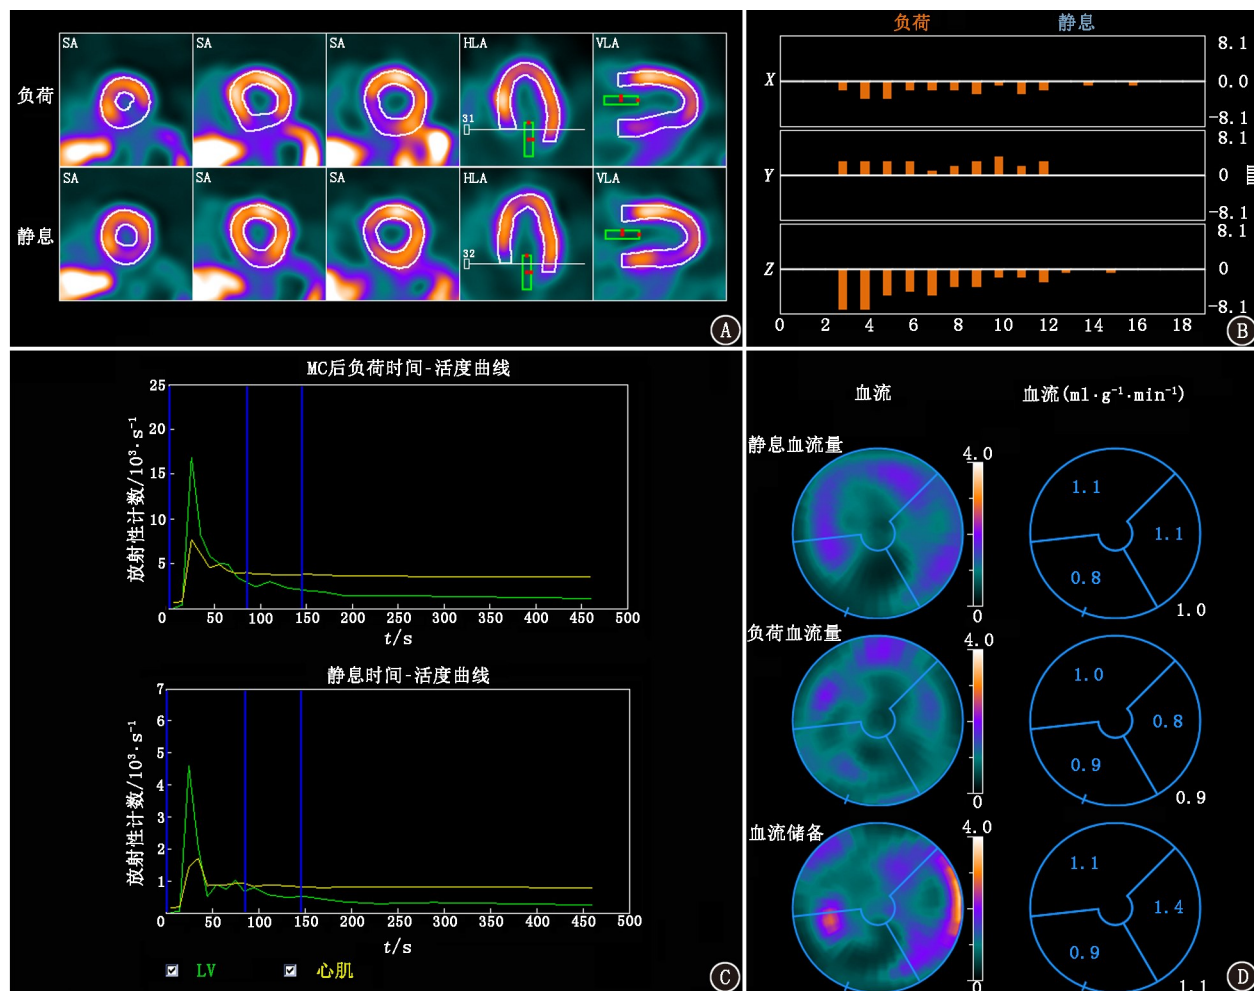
冠状动脉粥样硬化性心脏病患者(女, 68 岁)<sup>99</sup>Tc<sup>m</sup>-甲氧基异丁基异腓(MIBI) SPECT MPI 移动校正(MC)处理图。A. 左心室(LV)心肌、心血池 ROI 勾画(HLA 代表水平长轴, SA 代表短轴, VLA 代表垂直长轴); B. X、Y、Z 轴移动情况标注, 其中横坐标数值代表帧数; C. LV 心血池及心肌整体 ROI 的时间-活度曲线; D. 冠状动脉三分区 LV 靶心图及负荷心肌血流(sMBF)、静息心肌血流(rMBF)和心肌血流储备(MFR)测量值
